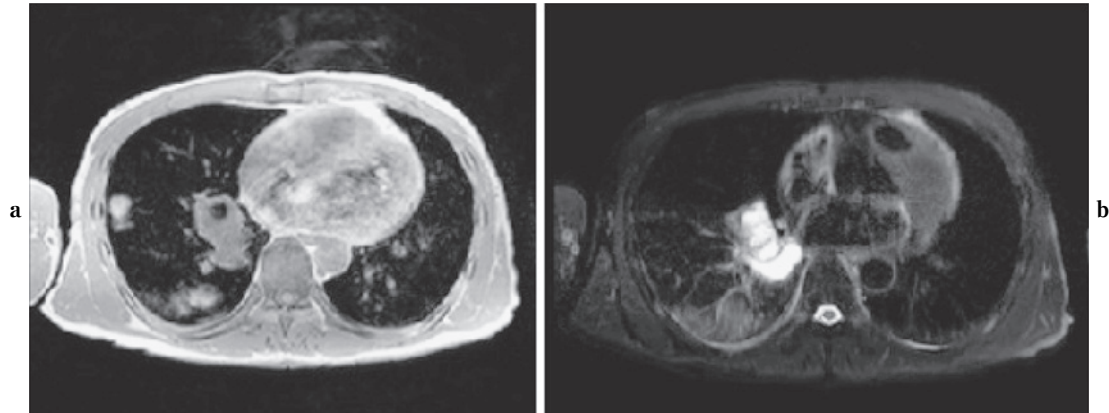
a: T1-weighted MRI of the chest. b: T2-weighted MRI image of the chest.
